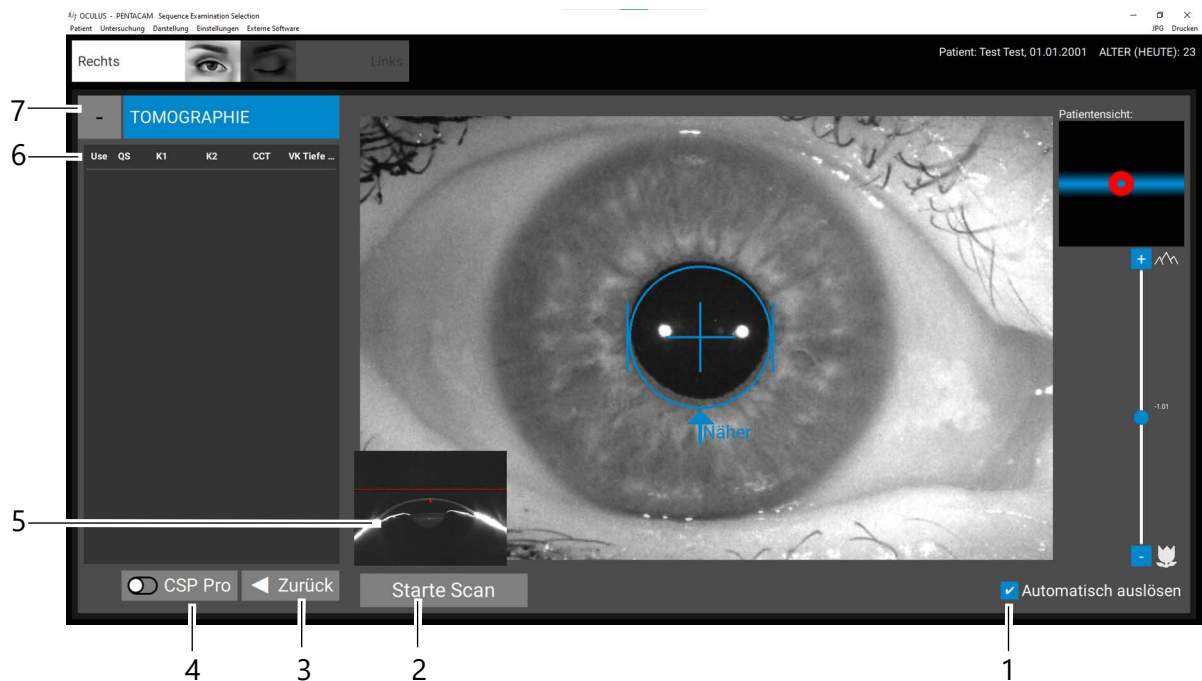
Untersuchungsbildschirm „Tomographie“
